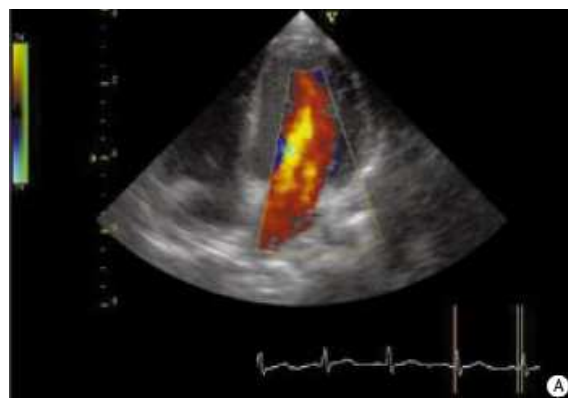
Flux transmitral au Doppler couleur (d'après [Bernard 2002]).
